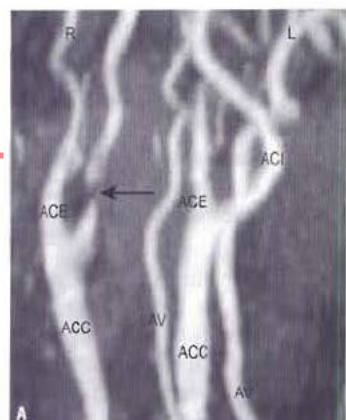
Sténose de l'artère carotide interne sur une angio-RM. (A) La sténose est visible sur l'artère carotide interne droite (flèche). L'artère carotide interne gauche est normale. AV : artère vertébrale ; ACC : artère carotide commune ; ACE : artère carotide externe. ACI : artère carotide interne. (B) Artériographie sélective de l'artère carotide commune de profil, montrant la sténose de l'artère carotide interne (flèche). (C) Mise en place d'une prothèse (flèches). (D) Contrôle artériographique après mise en place de cette prothèse.
